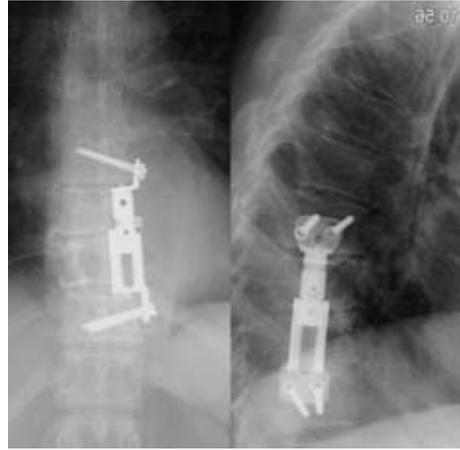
Рентгенография. Опухоль T_{VII}-T_{VIII} позвонков, замещение позвонков телескопическим протезом.
